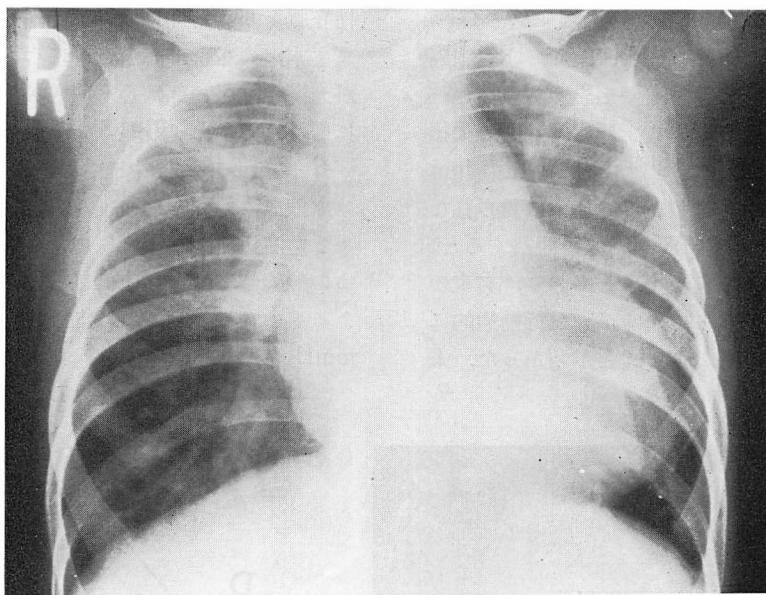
Chest roentgenogram.
